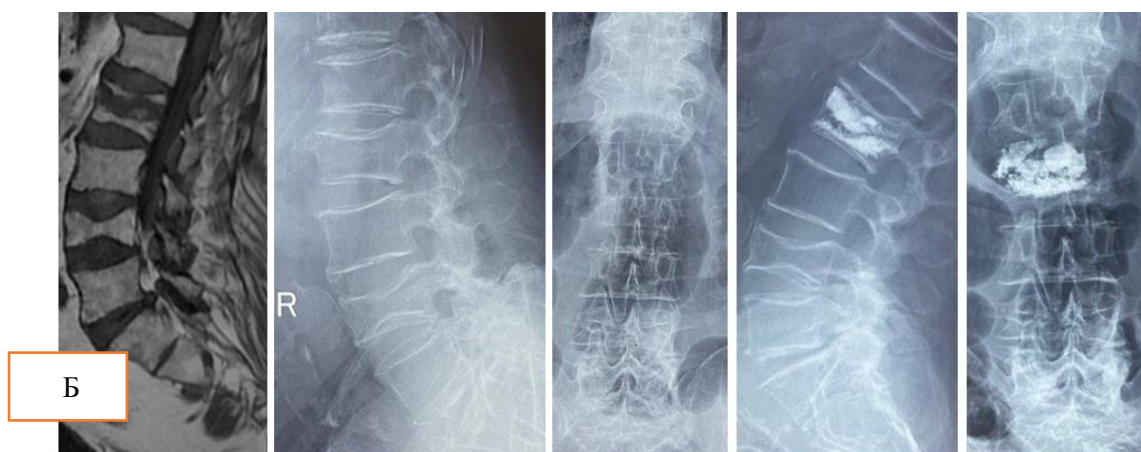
№2. МРТ и рентгенограммы пациента с патологической деформацией тела позвонка VL2 до и после перкутанной вертебропластики костным цементом. После операции достигнуты стабилизация тела позвонка и адекватное заполнение костным цементом.
